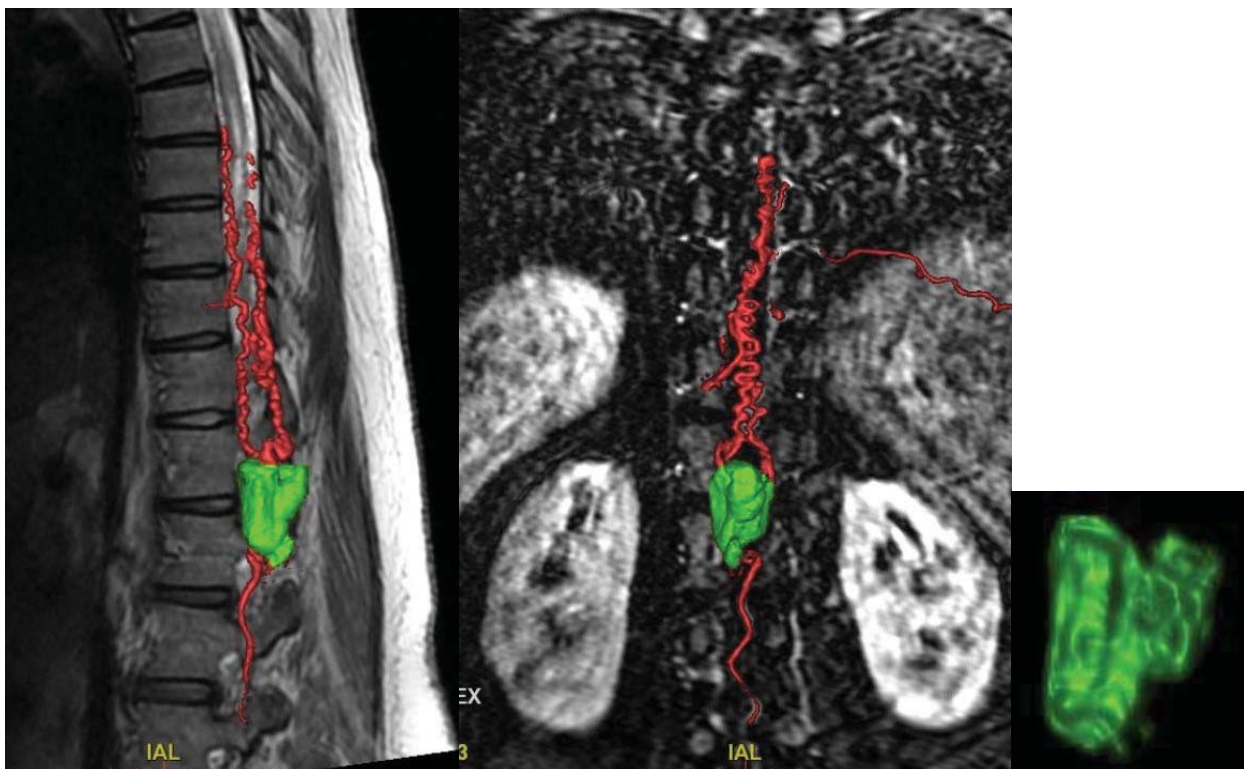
МРТ-исследования в режиме TRICKS (динамической ангиографии): реконструкция солидного компонента и сосудистой анатомии интрамедуллярной гемангиобластомы на уровне позвонков Th12–L2
